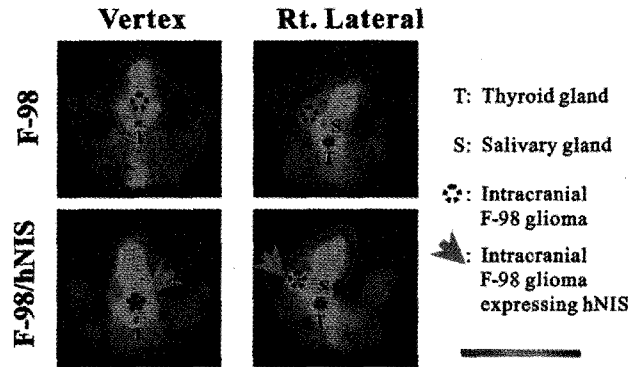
쥐에서 만든 대뇌 F-98 신경교종에 시행한 Tc-99m scintigraphy.<sup>36)</sup> F98 신경교종을 일으키도록 만든 쥐를 마취시키고 2 mCi의 Tc-99m을 0.2 ml의 생리식염수에 넣어 미정맥으로 주사하였다. 주사 20분후, 쥐를 pinhole collimator와 low energy ultra high-resolution (LEUHR) parallel hole collimator로 장착된 이중 두(dual head) 감마 카메라로 영상을 획득하였다. 두정(vertex) 과 우측(right lateral) 관찰로 한 영상 당 500K counts를 수집하였다. 영상 획득 시간은 약 2-3분 정도이었다. hNIS를 발현하는 F-98 신경교종(F-98/hNIS)이 내재성 방사성 Tc-99m 흡수를 보이는 갑상선과 침샘에 아울러 영상화되는 것을 보여주고 있다. 색깔 막대는 검은색에서 빨간색으로 갈수록 방사능동위원소의 축적이 많음을 보여준다.
